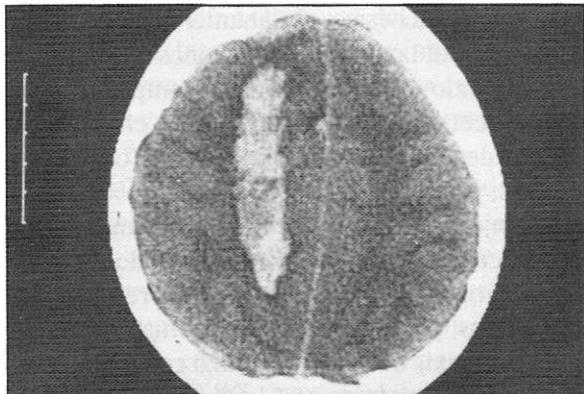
Accidente grave por *Bothrops atrox*. Se aprecia hematoma en hemisferio cerebral derecho (TAC).
